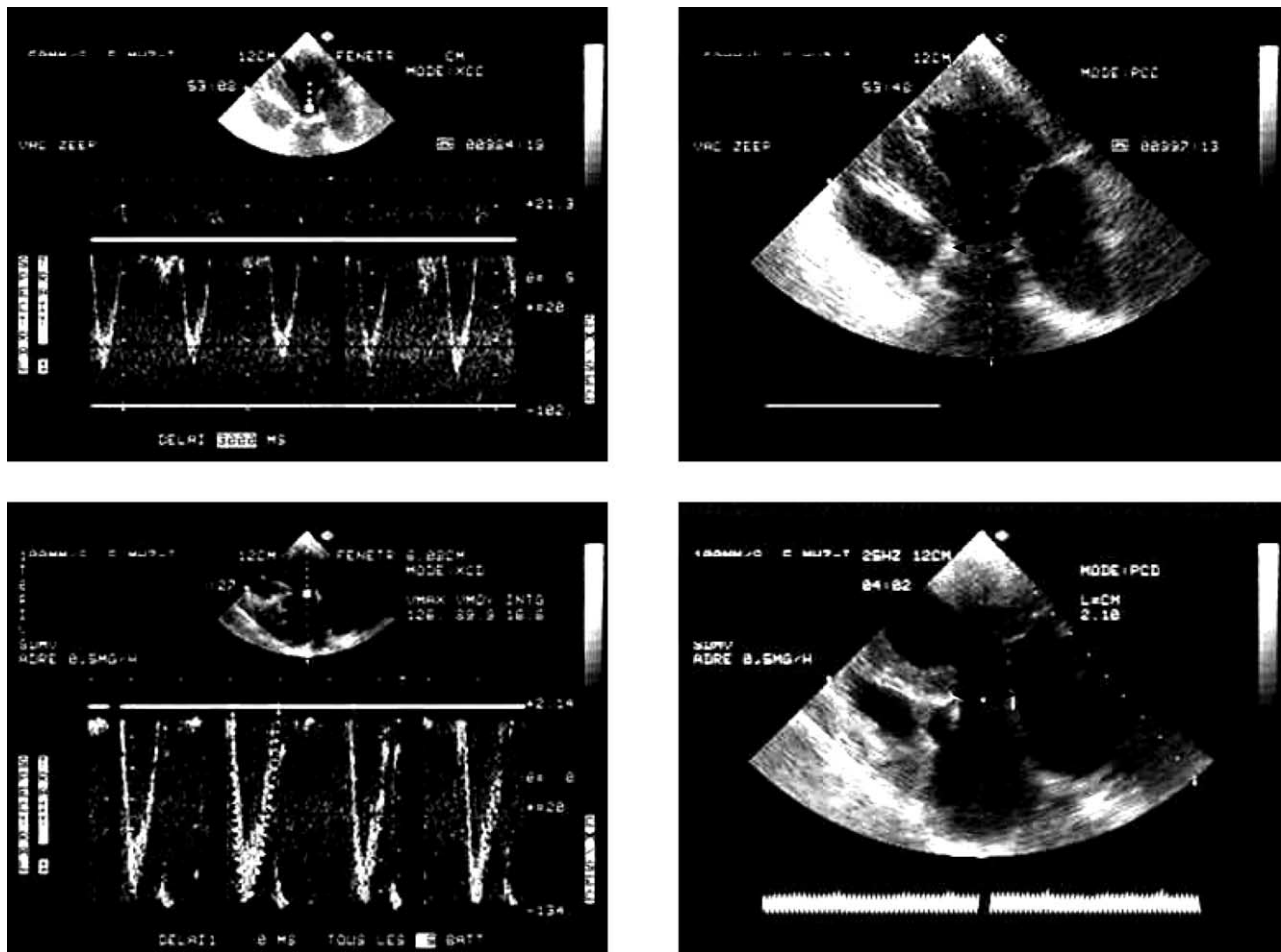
Mesure de l'index systolique par échocardiographie transœsophagienne.
